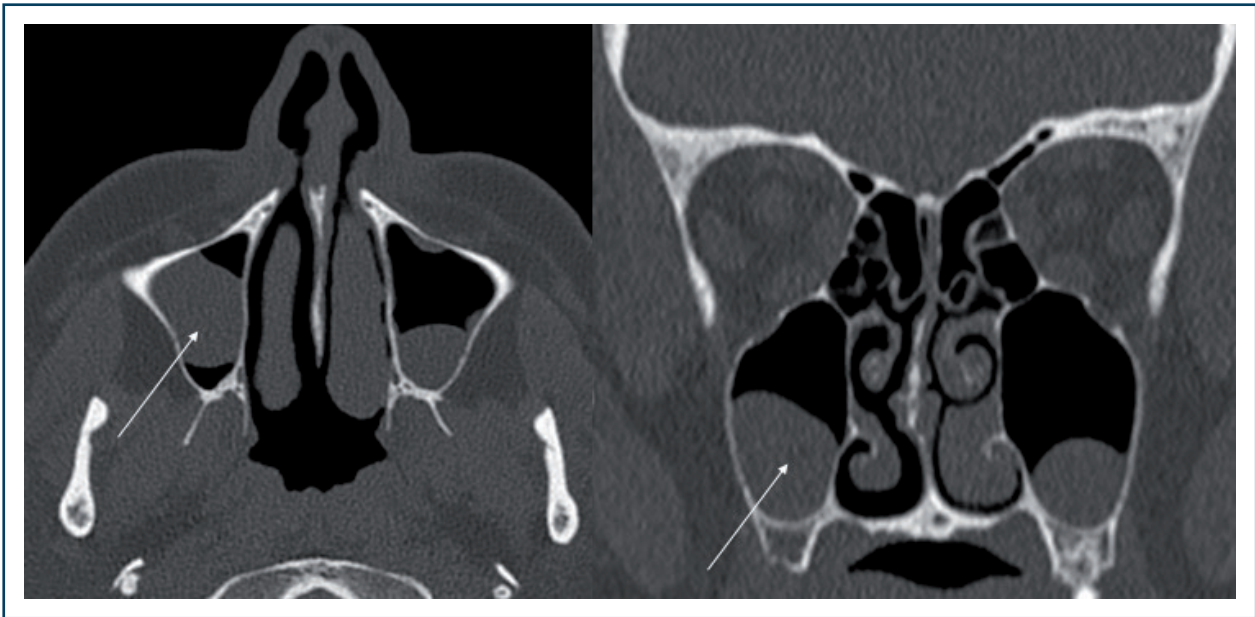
Kyste muqueux intrasinusien (TDM).
